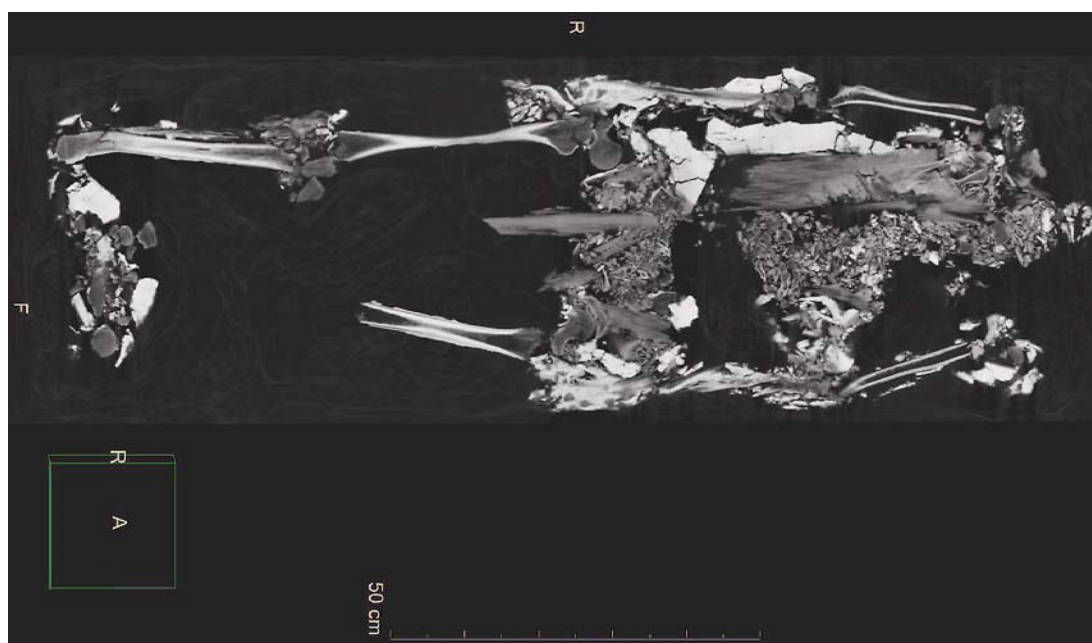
КТ скелета тела. Фронтальная реконструкция толстыми срезами. Отсутствие нижней левой конечности начиная с нижней трети бедренной кости. Ровная линия травматической ампутации нижней трети левой бедренной кости
